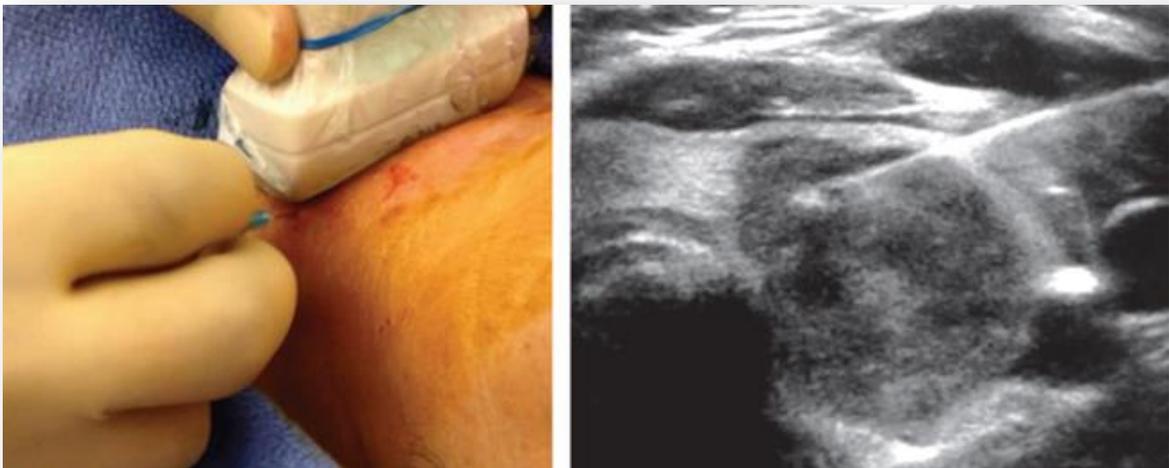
A) Técnica de realización de BAAF. B) Ultrasonido en escala de grises en donde se observa aguja en punción de nódulo estudiado. (19)
